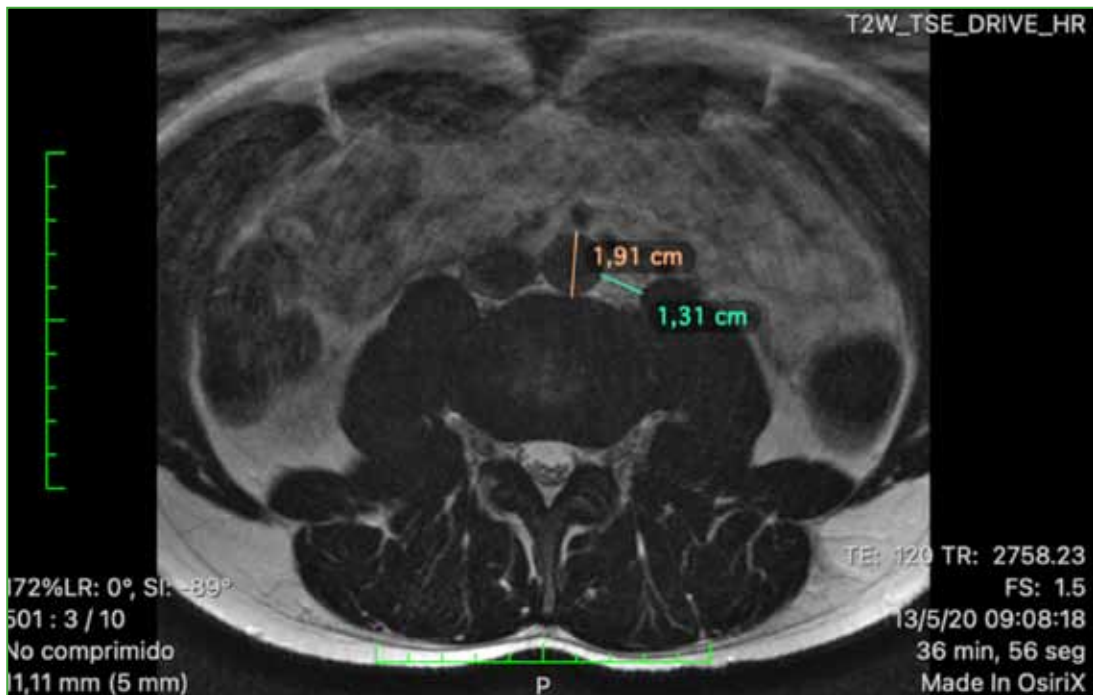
Resonancia magnética del disco intervertebral, corte axial, donde se ejemplifican las mediciones. Para la distancia arteria-disco, es el punto más anterior de la arteria hasta el punto más anterior del disco intervertebral. Para el corredor aorto-psoas, se toma el punto más lateral de la arteria hasta el punto más medial del músculo psoas.
